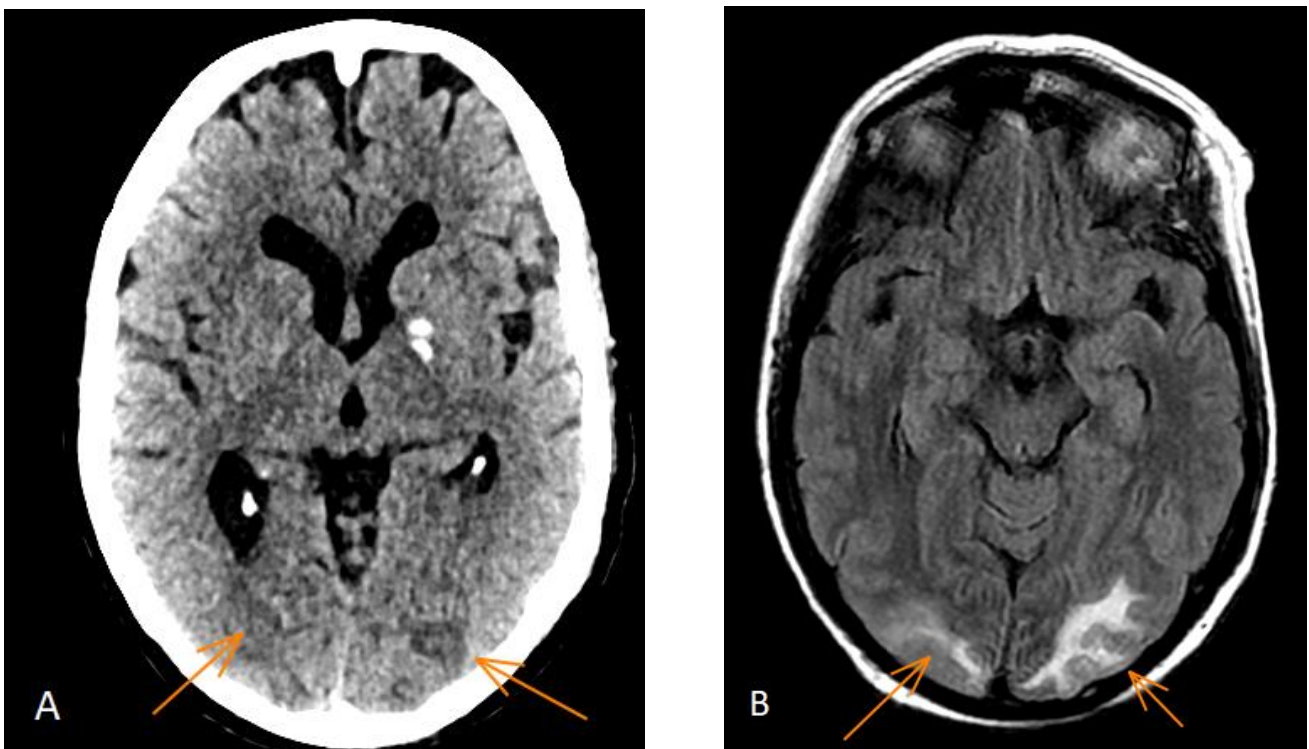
Ces images d'une acquisition tomodensitométrie cérébrale sans injection en reconstruction axiale à gauche (A) et d'une séquence 2D FLAIR axiale à droite (B) illustrent une EPR avec des hypodensités spontanées cérébrales postérieures bilatérales et des hypersignaux FLAIR cortico-sous-corticaux occipitaux bilatéraux, consécutifs à une encéphalopathie aiguë hypertensive à la phase initiale.
